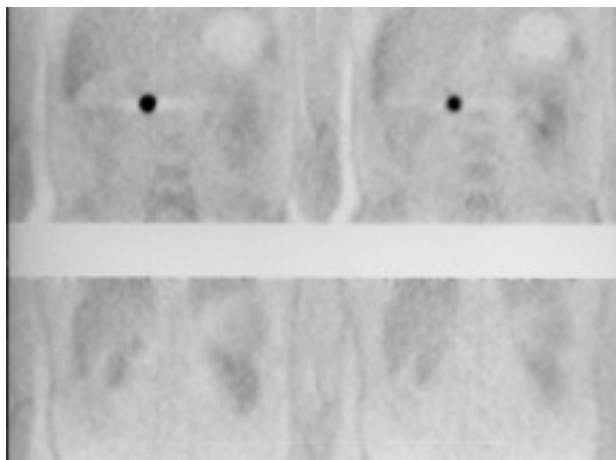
Imágenes de PET que revelan un foco de captación de aproximadamente 3 cm localizado en situación medial al riñón derecho, a nivel paravertebral a la altura del espacio intervertebral L1-L2.
